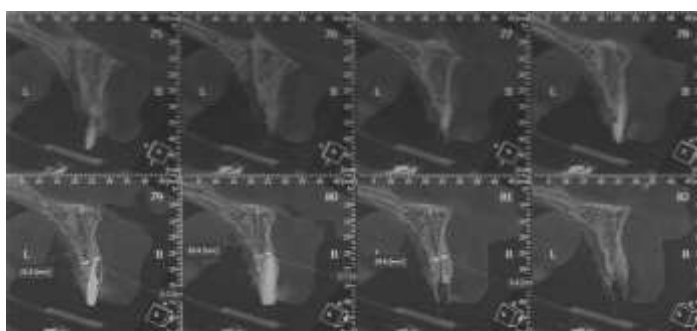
Cortes sagitais da tomografia computadorizada, elemento 21
